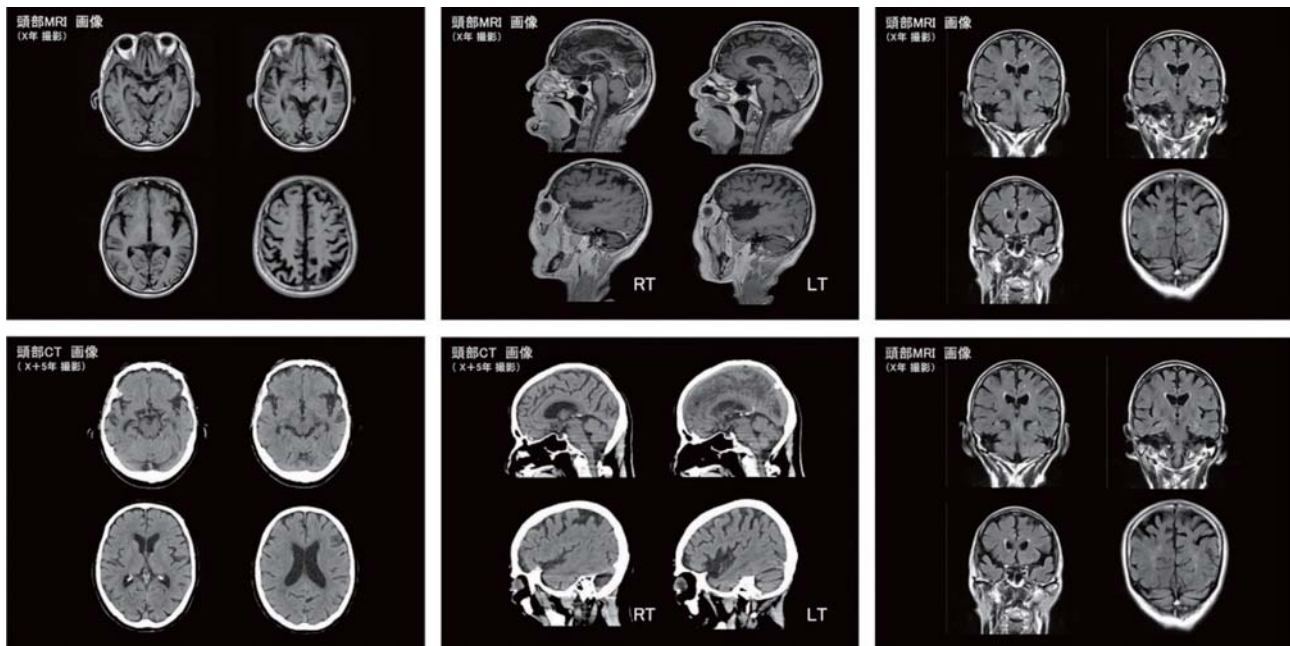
X 年の頭部 MRI T1 画像（上段）X+5 年時の MRI T1 画像（下段）
